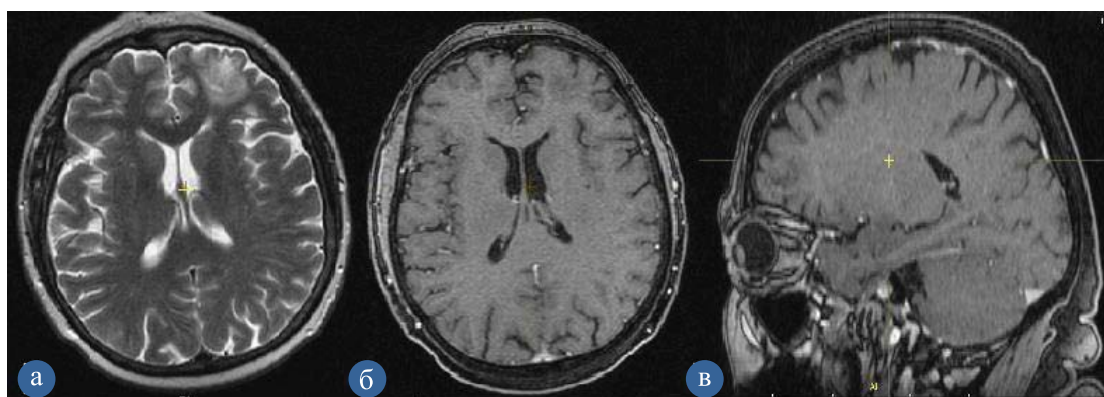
МРТ-исследование головного мозга с контрастным усилением в режиме T2, T1 (аксиальная и сагиттальная проекции), после проведения противоопухолевой лекарственной терапии: а — в проекции левой лобной доли отмечается незначительная зона отека мозгового вещества; б, в — после проведения противоопухолевой лекарственной терапии, в левой лобной доле отмечается положительный эффект после проведенного лечения
